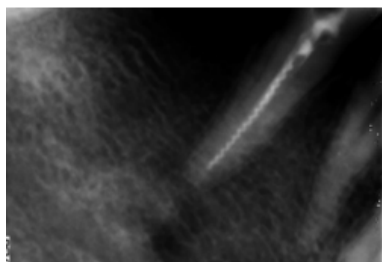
Диагностическая рентгенограмма зуба 45. В корневом канале определяется сломанный инструмент
